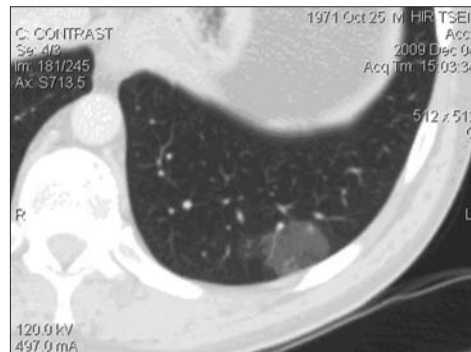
Фрагмент аксиального среза МСКТ у больного Т.
